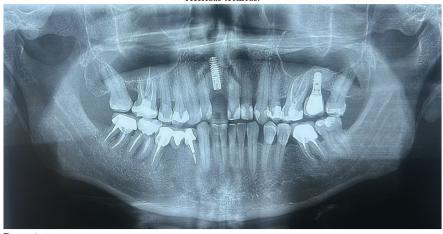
Radiografia panorâmica mostrando o implante posicionado após a realização das referidas técnicas.
